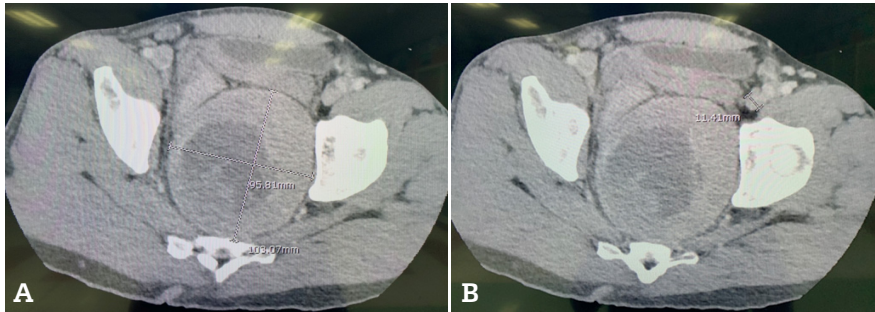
Contrast-enhanced computed tomography of a patient with large rectal schwannoma A: A well-defined, round-shaped homogeneous enhancing mass with internal necrosis, measured at 10.3x9.6 cm and located in the presacral region in the pelvic cavity. B: Small pelvic lymph node enlargement of 1.1 cm in diameter (arrow).
